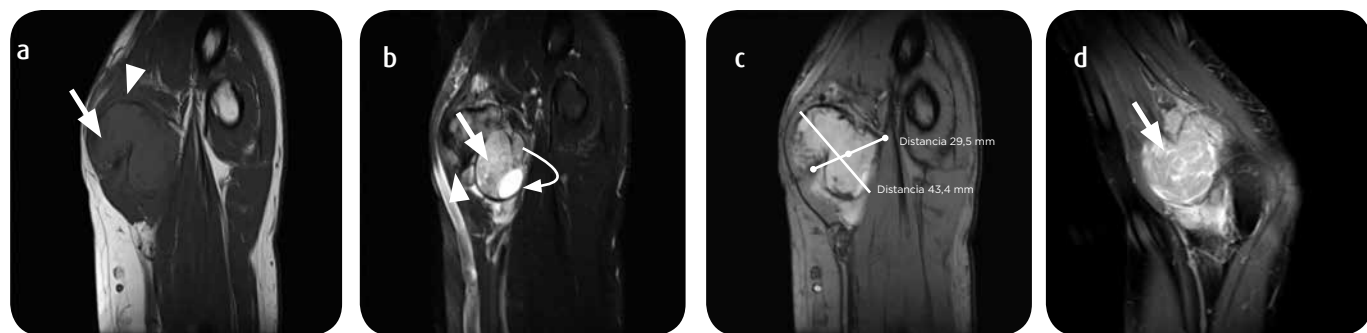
Resonancia magnética de codo prequimioterapia. a) Secuencia con información T1 en flexión del codo, abducción del hombro, supinación del antebrazo y muñeca FABS (flexión, abducción y supinación) usualmente se utiliza para visualizar el tendón del bíceps, en este caso por limitación funcional secundaria al tumor), en la cual se identifica lesión lobulada y bien definida, de señal heterogénea, con áreas de señal intermedia en el músculo (flecha blanca), en contacto con las estructuras musculares (cabeza de flecha) y localizada en planos profundos. b) Su componente sólido es de mayor intensidad de señal (flecha blanca), en secuencia con información T2, y con saturación grasa FABS, con áreas periféricas de baja señal, probablemente por calcificaciones-matriz colágena (cabeza de flecha) y puede tener áreas quísticas-necrosis (flecha curva). Estas diferentes intensidades de señal en secuencias con información T2 se conocen como el "triple signo" y son muy sugestivas de una lesión sarcomatosa. c) Secuencia axial GRE T2 FABS mide 43,4 x 29,6 mm. d) La lesión realza significativamente en secuencia con información T1, saturación grasa sagital posterior a la administración de medio de contraste (flecha blanca).
